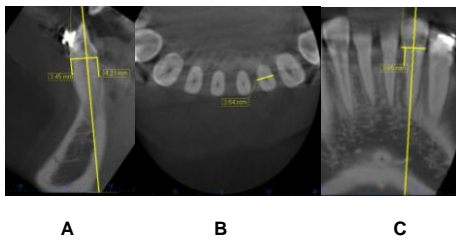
Tomografía final diente 32 (D) A. Corte sagital. 5B. Corte Basal (sentido MD). 5C. Corte Coronal
